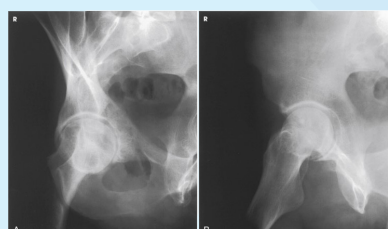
AP oblique projection, Judet method, right hip. (A) LPO. (B) RPO. (From Long BW, Raffert JA. Orthopedic Radiography. Philadelphia: Saunders; 1995.)
